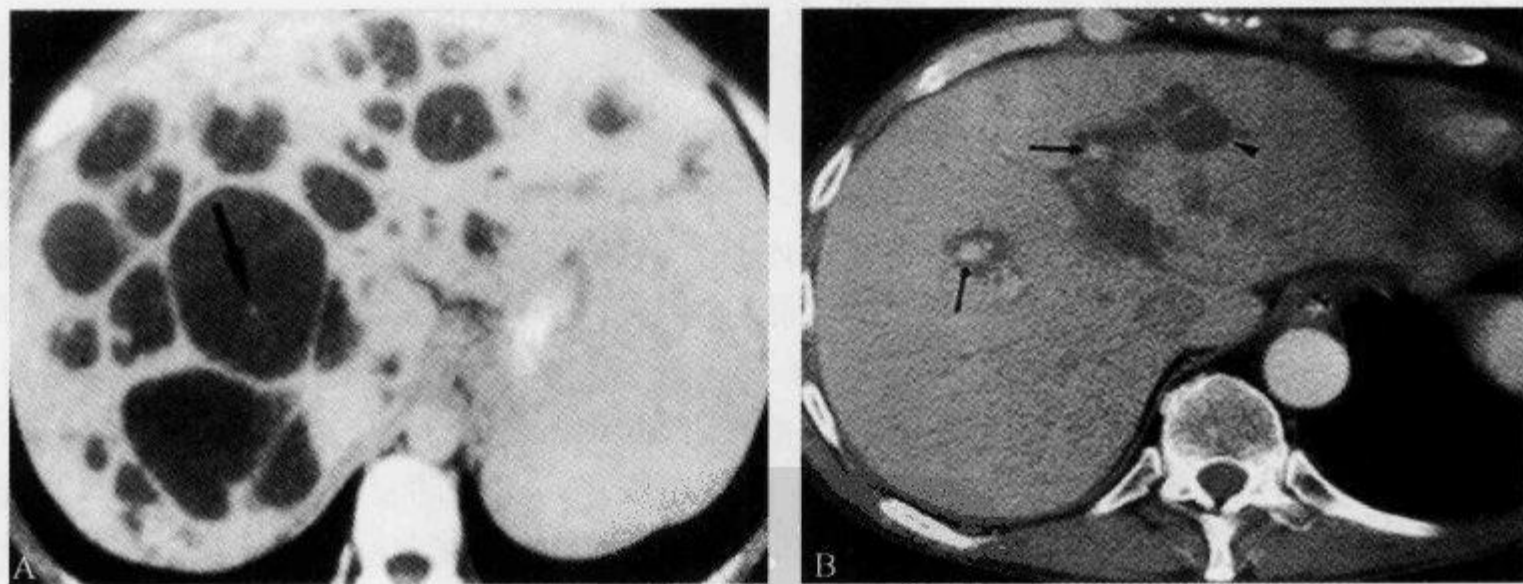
上腹部增强 CT 示“中心点征”
